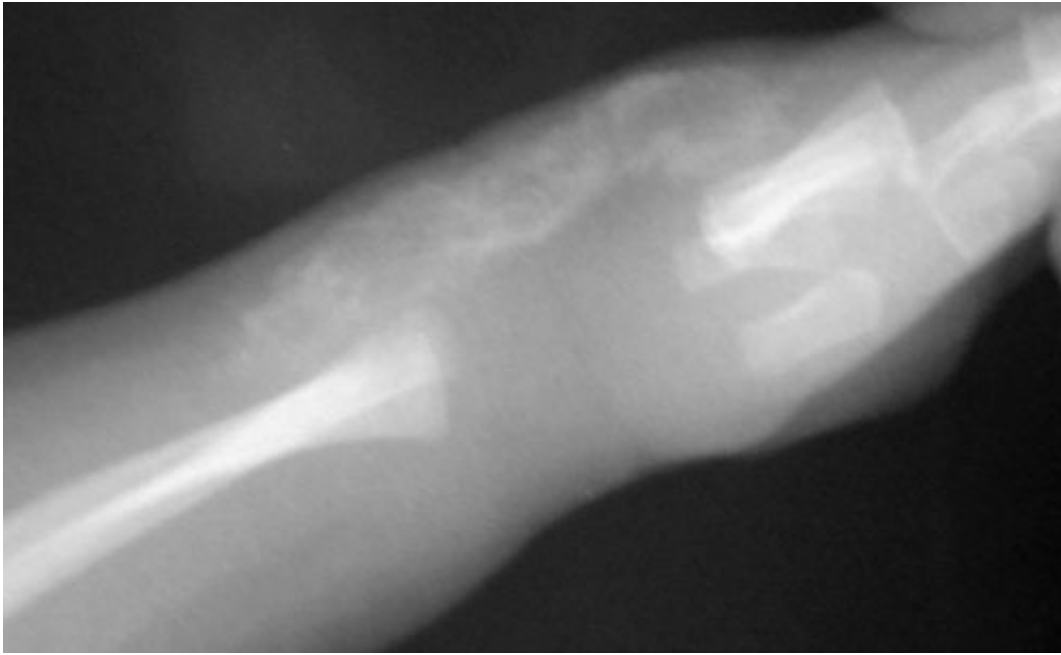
Radiographie démontrant une vaste calcification sous-cutanée sur le dos de la main droite et le poignet au cours d'une PHP.
